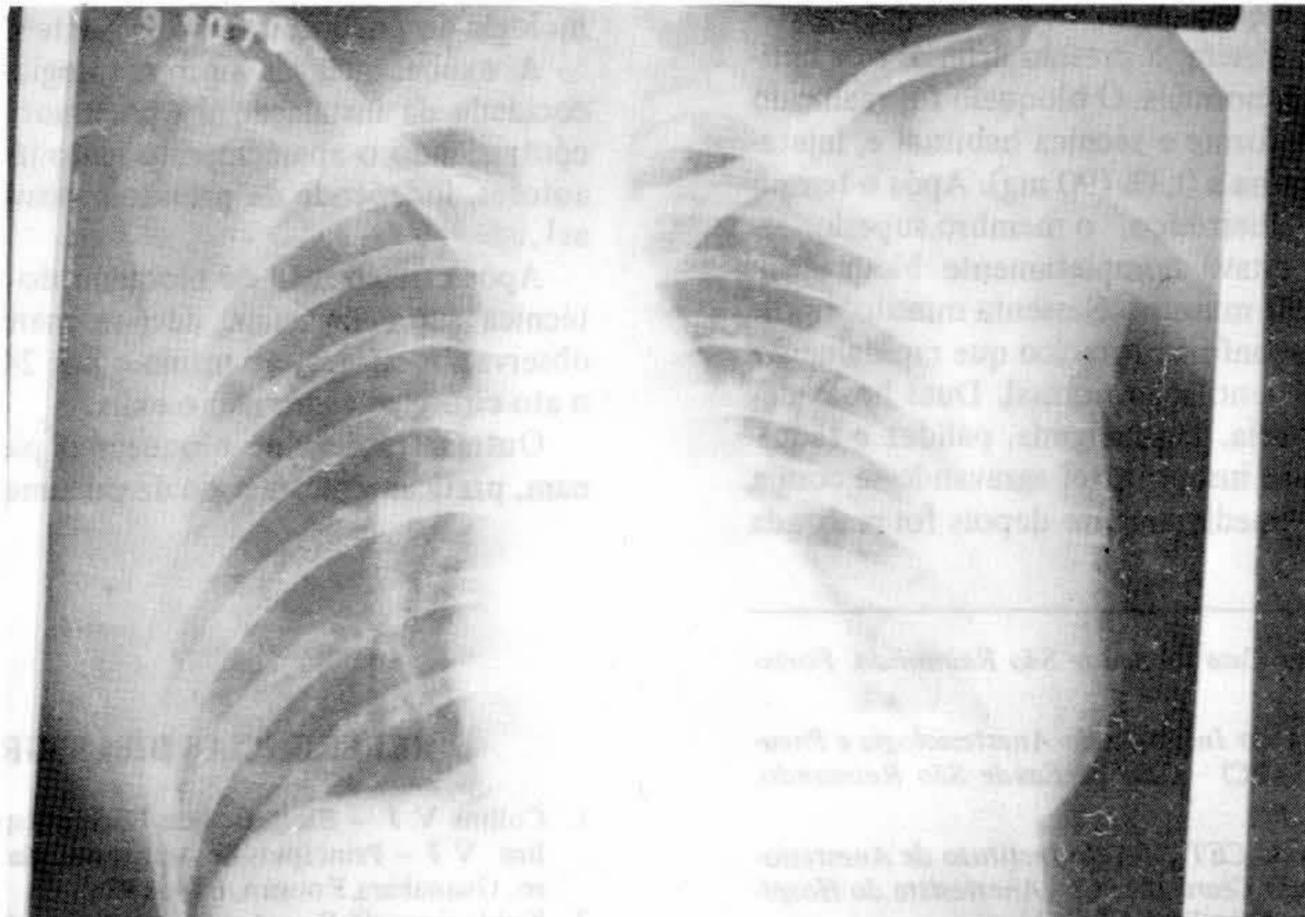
Teleradiografia do tórax em P. A., mostrando a reexpansão do pulmão após drenagem em sêlo d'água.
